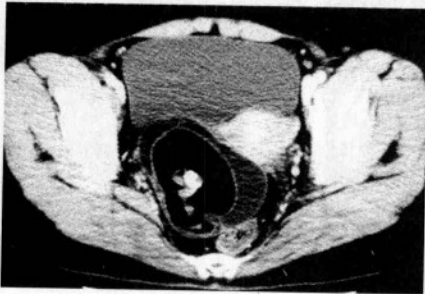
CT 增强扫描显示右侧卵巢囊性畸胎瘤
